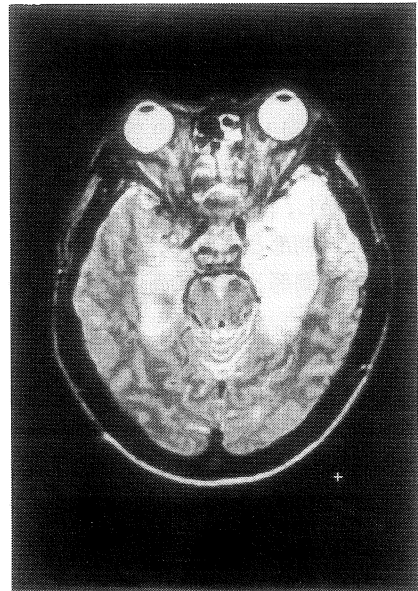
症例 4—発症 9 日後の MRI, T₂ 強調画像. 両側側頭葉内側部と島部に高信号領域を認める.
